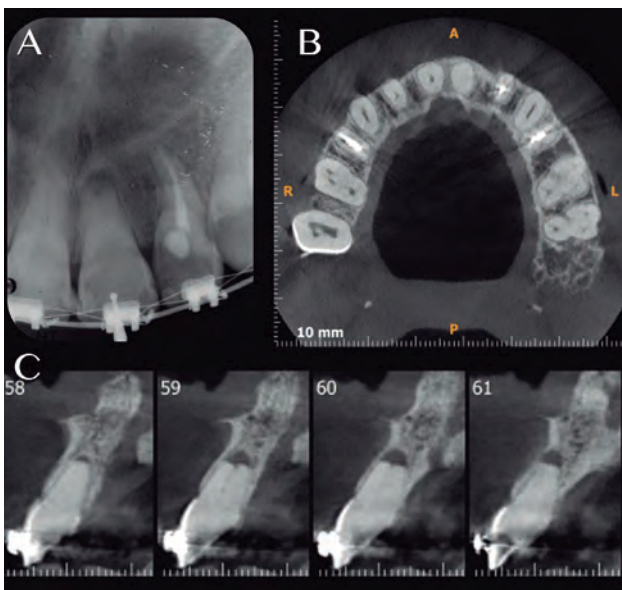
A Radiografía Inicial, B Vision axial TCHC y C Vison Sagital TCHC.
